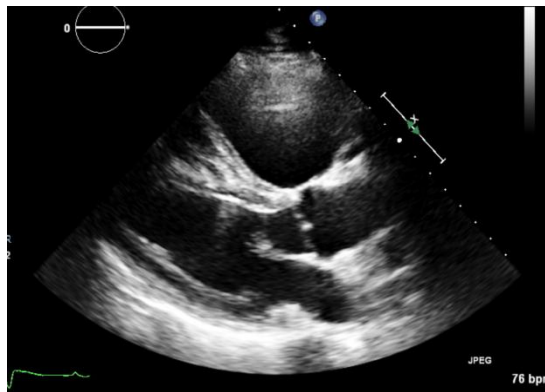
Эхокардиография пациента А., 46 лет, расширение правого желудочка в парастеральной позиции по длинной оси
